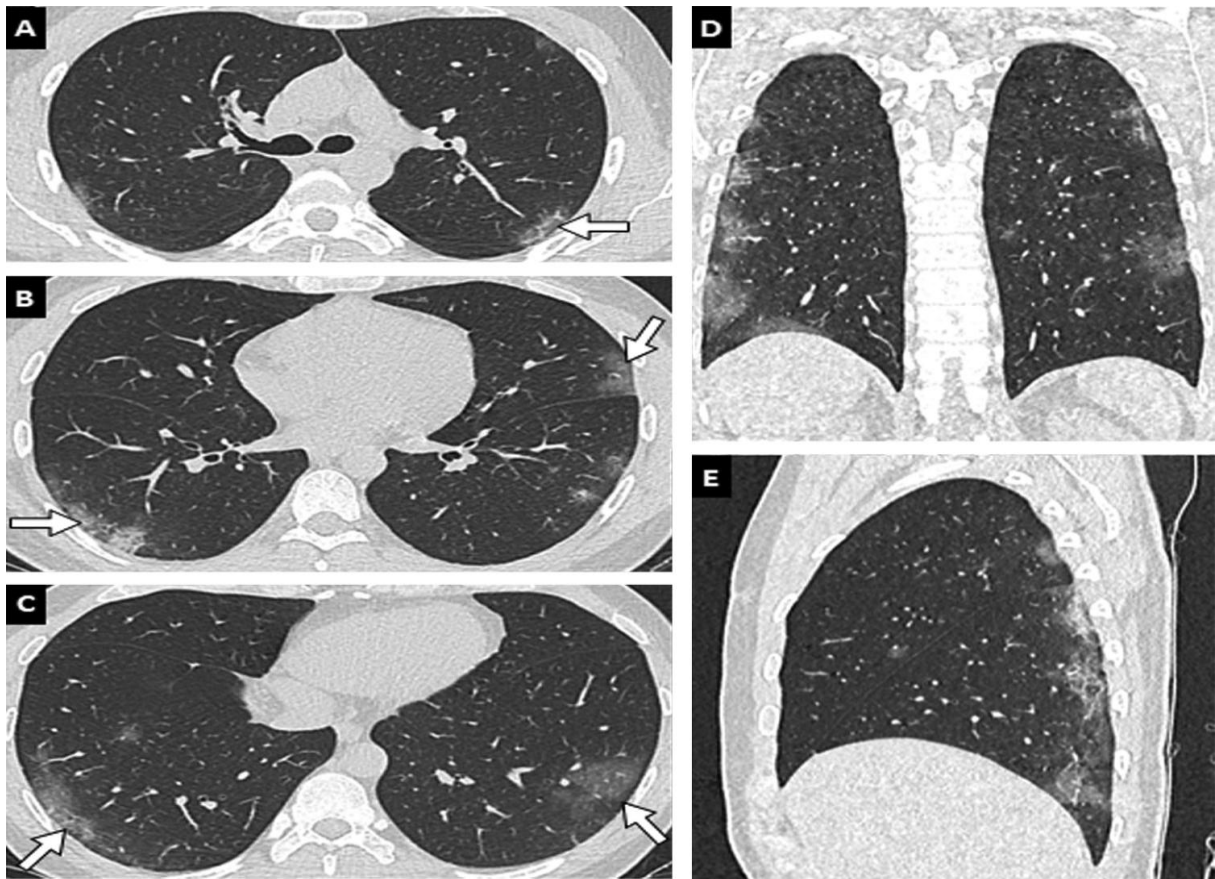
Présentation scanographique typique de COVID-19 chez un homme de 35 ans. TDM thoracique sans injection en coupes axiales (A, B, C), coronale (D) et sagittale (E). Plages de verre dépoli (flèches) bilatérales, sous-pleurales et à prédominance postérieure [203]
